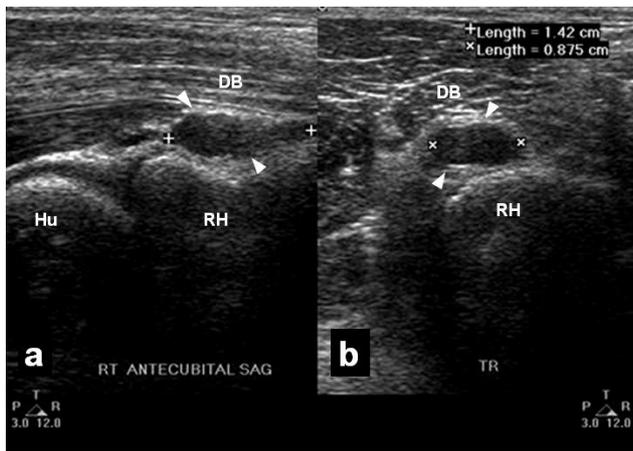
超音波檢查發現在右側橈骨肱二頭肌腱的附着處，可以見到一個低回音性的囊狀腫塊，介於遠端肱二頭肌肌腱與橈骨結節之間。(a)低回音囊狀腫塊之超音波影像，矢狀面 (b)低回音囊狀腫塊之超音波影像，橫切面；Hu：肱骨，RH：橈骨頭，DB：遠端肱二頭肌肌腱，箭頭所指處為低回音囊狀腫塊。
